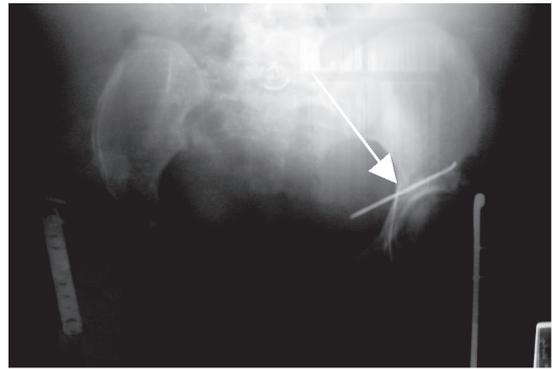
Radiografía pélvica post parto. Muestra desplazamiento de aguja de artroplastia desde cadera izquierda a la pelvis, con perforación al tercio superior de vagina (flecha).
